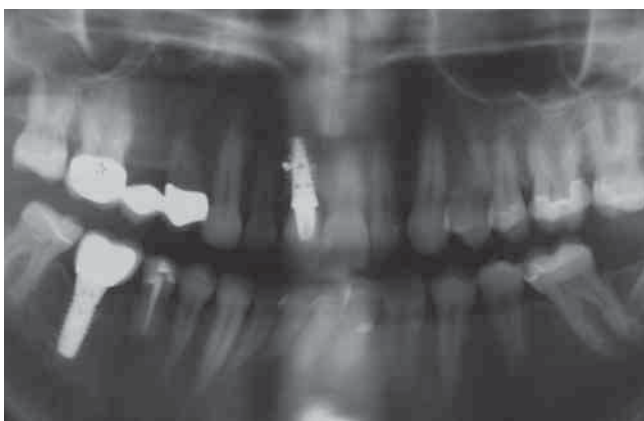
Kontrollröntgenbild (OPG) aus dem Jahr 2007
